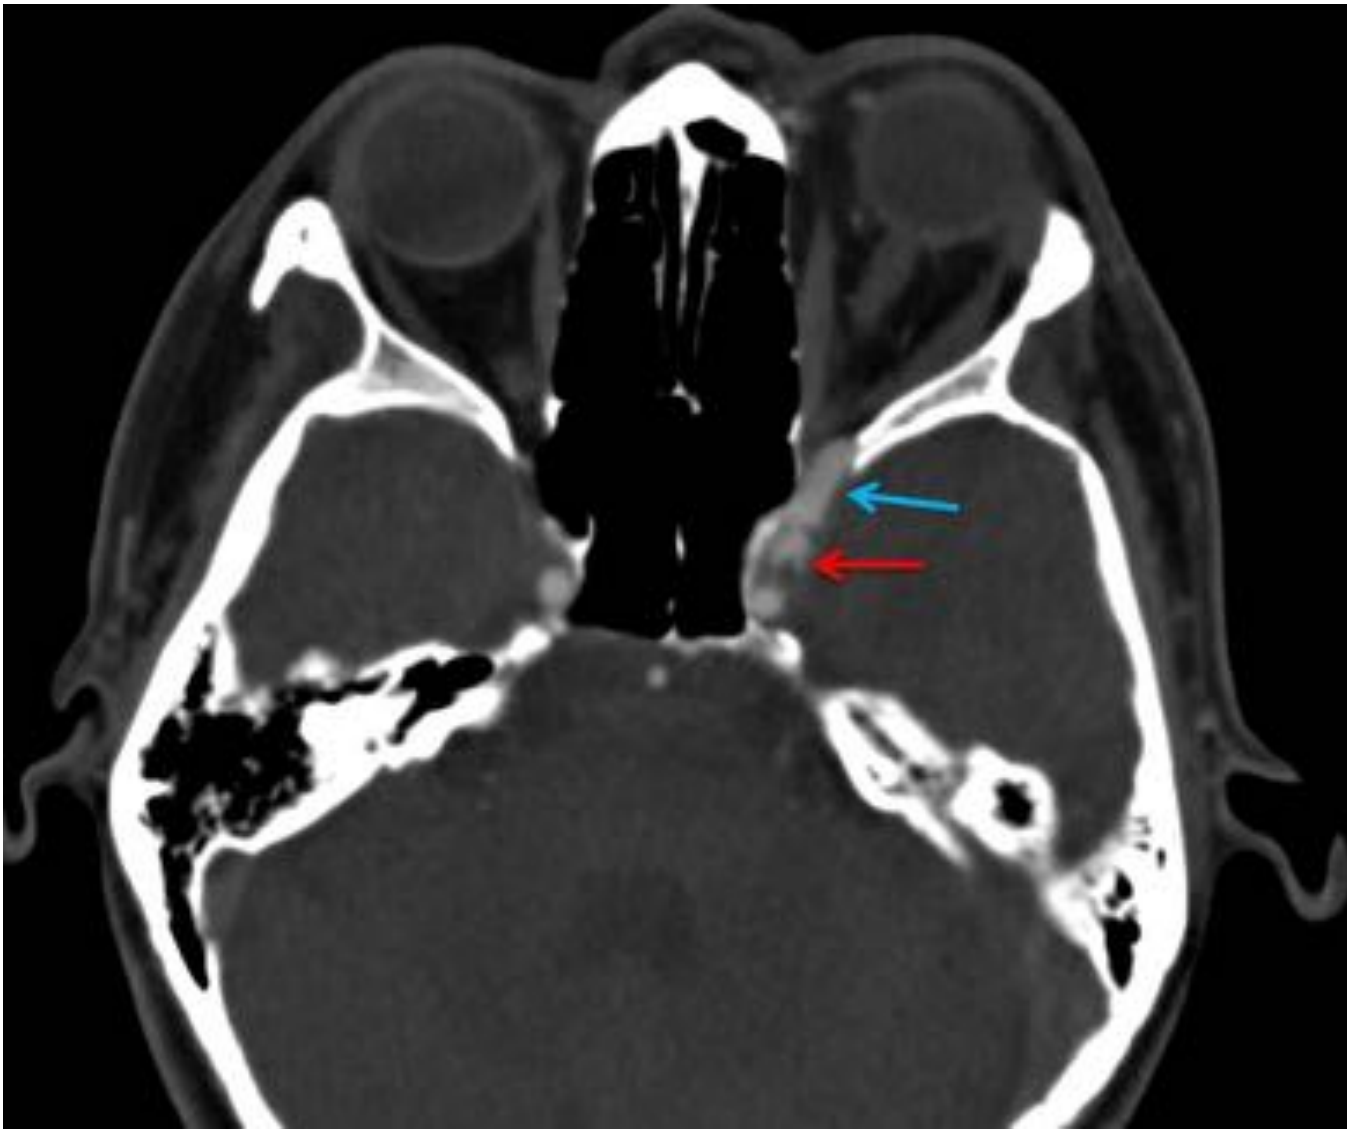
Caso 6. Paciente con exoftalmos izquierdo e hiperemia. En el Angio-TC se observa una marcada dilatación de la vena oftálmica superior (flecha azul) y el punto fistuloso (flecha roja).
